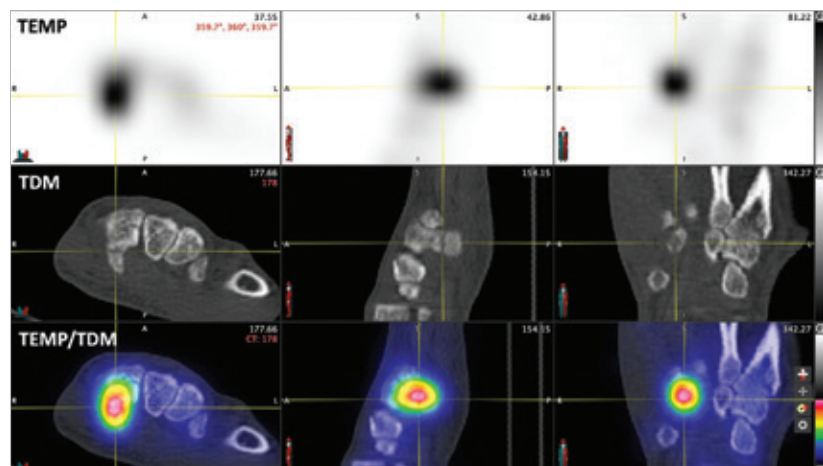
Fracture de l'os crochu de la main gauche démontrée en phase osseuse tardive en mode TEMP/TDM. La triangulation dans les trois axes, axial, sagittal et coronal (colonnes de gauche à droite) cible la captation scintigraphique intense au site du trait de fracture de stade V.
